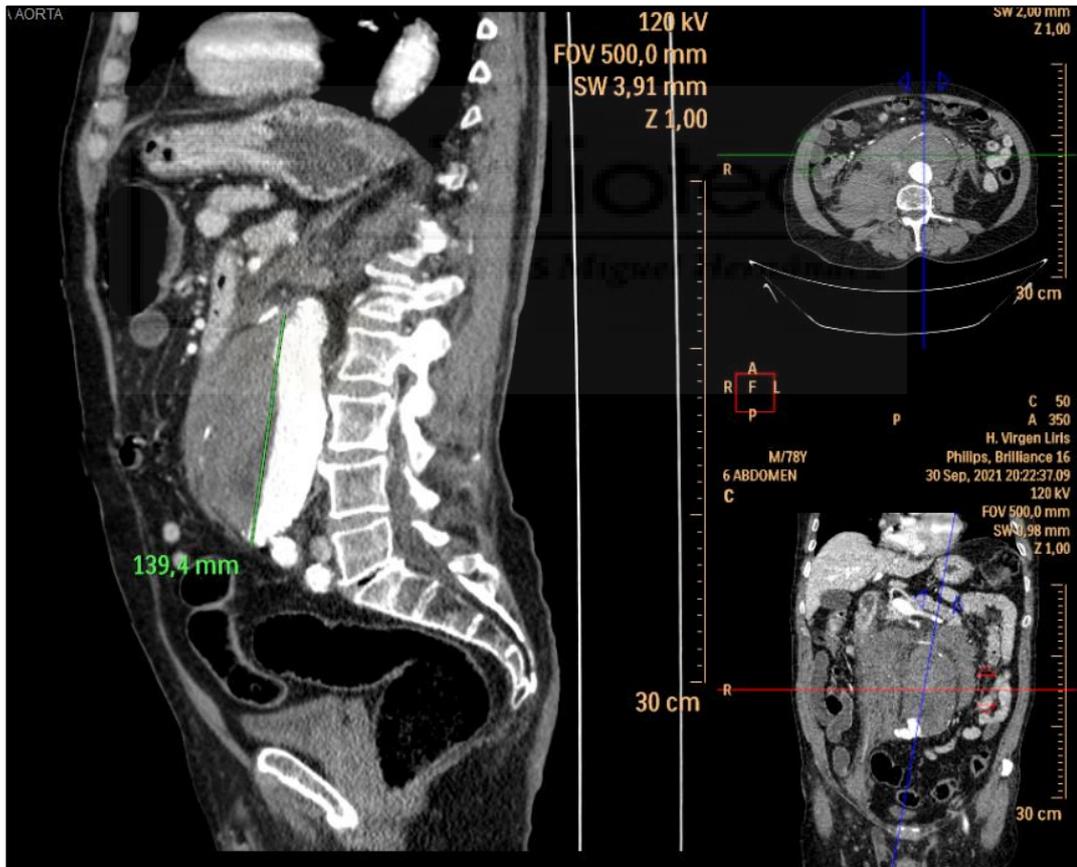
Angio TC de aorta abdominal. Corte sagital (A) Aneurisma de aorta abdominal infrarrenal con una longitud de 14 cm y unos diámetros en el plano axial (B) de 7,1 x 7,4 cm, con extensa trombosis mural y asocia extenso hematoma retroperitoneal derecho indicativo de rotura de aneurisma. Colapso casi completo de la vena cava y vena renal derecha por el efecto masa ejercido por el extenso hematoma retroperitoneal. Ateromatosis calcificada del sector aortoiliaco. No líquido libre intraperitoneal.
